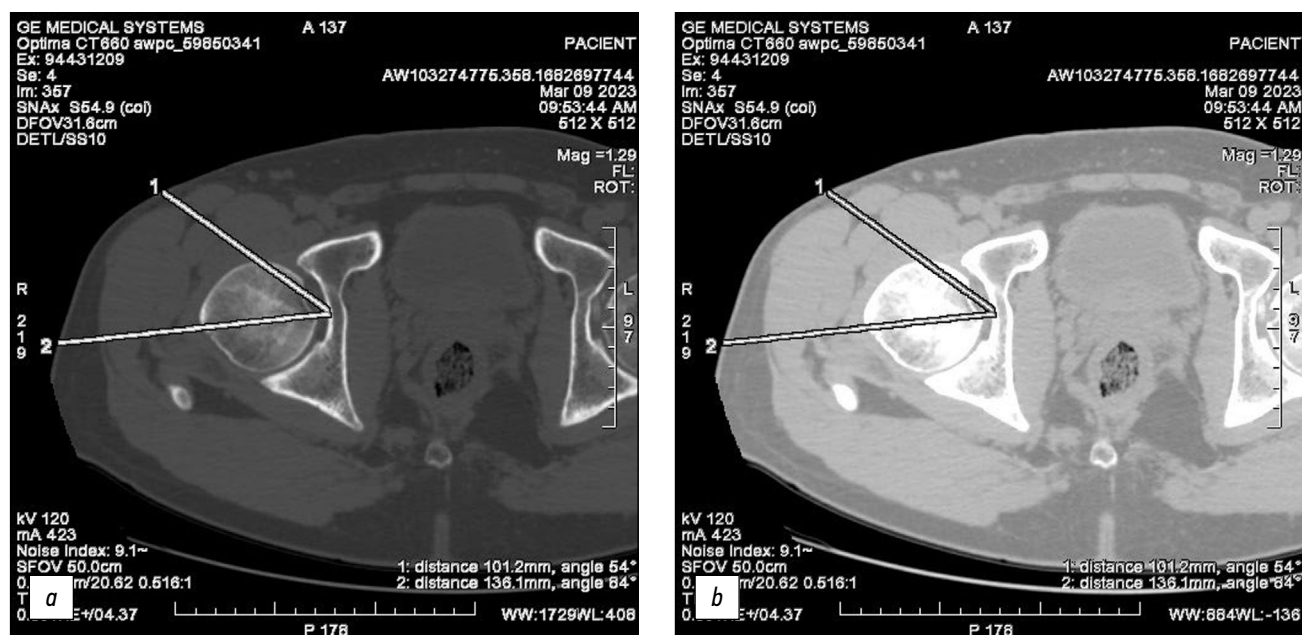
Снимки мультиспиральной компьютерной томографии, аксиальные срезы: *a* — костный режим, *b* — мягкотканый режим, 1 — измерение глубины раны при переднем доступе, 2 — измерение глубины раны при доступе по Хардингу.
